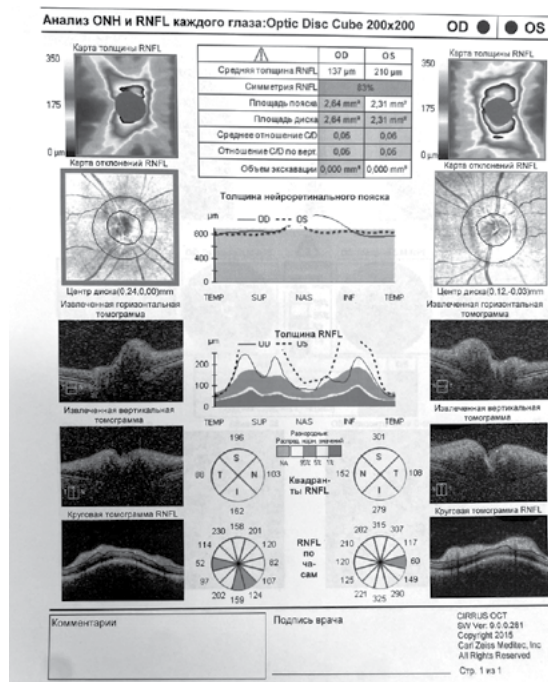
Пациент М.: результаты оптической когерентной томографии при выписке из стационара
